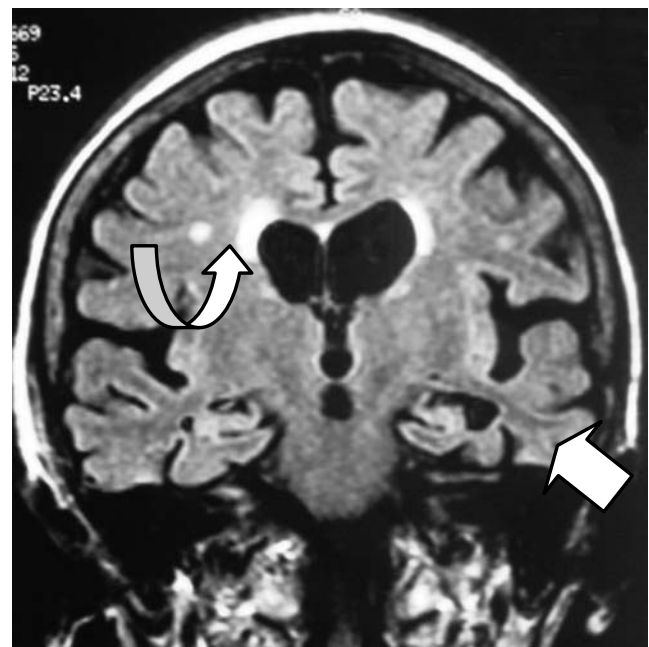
Imagen de resonancia magnética cerebral de un paciente con deterioro cognitivo clínicamente compatible con Enfermedad de Alzheimer, observándose amplitud de surcos, giros y ventrículos secundaria a atrofia, particularmente en lóbulo temporal izquierdo y su hipocampo (flecha recta). Nótese la coexistencia de enfermedad vascular de pequeño vaso con algunas hiperintensidades subcorticales y leucoaraiosis (flecha curva).
